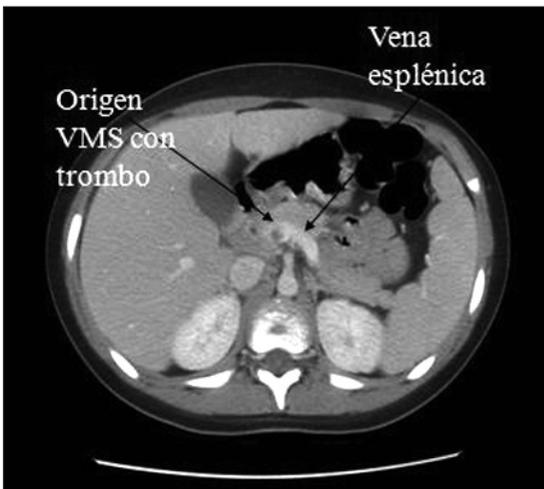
TAC de abdomen y pelvis que muestra el origen del trombo en la vena mesentérica superior (VMS).
